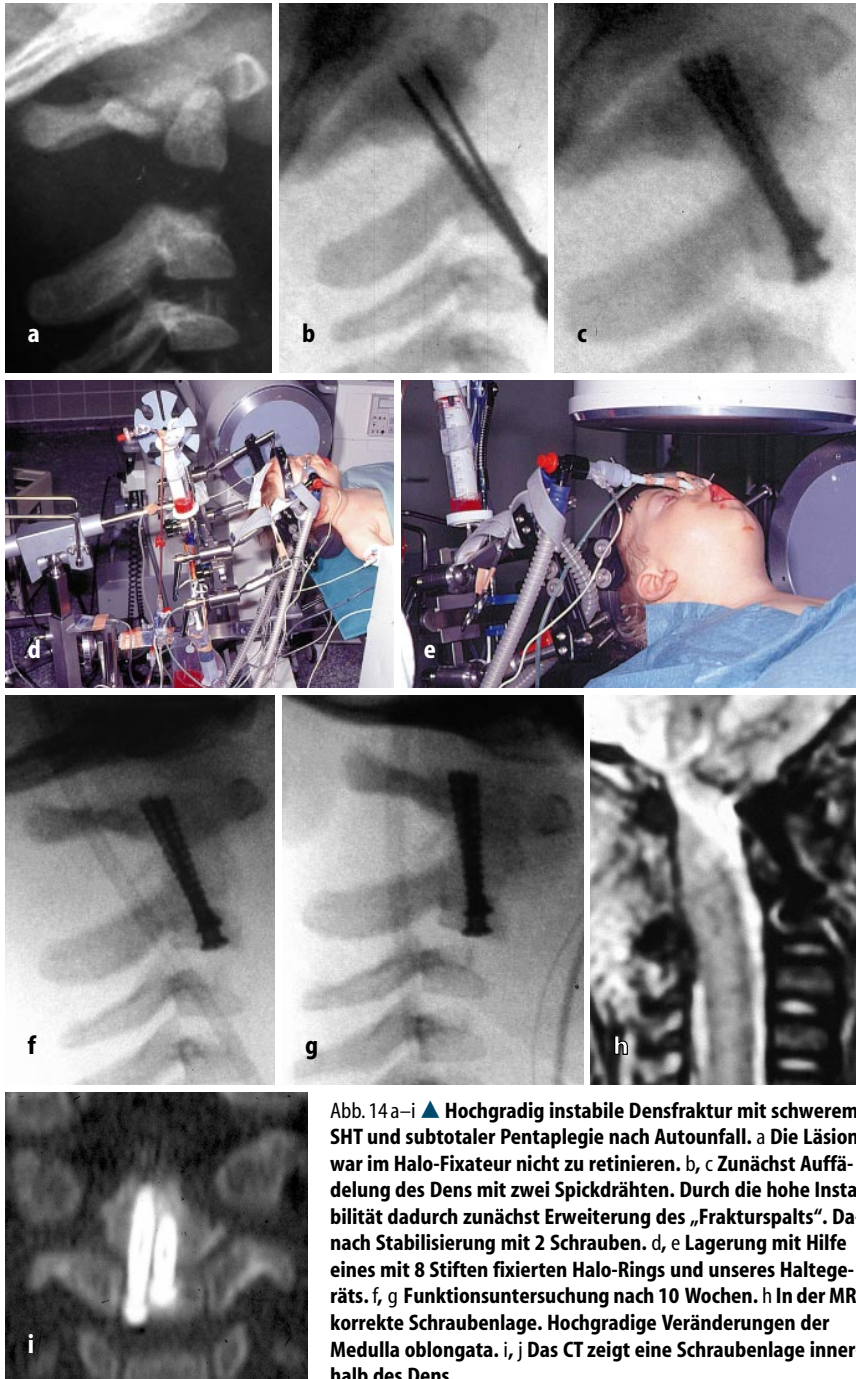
a–i ▲ Hochgradig instabile Densfraktur mit schwerem SHT und subtotaler Pentaplegie nach Autounfall. a Die Läsion war im Halo-Fixateur nicht zu retinieren. b, c Zunächst Auffädung des Dens mit zwei Spickdrähten. Durch die hohe Instabilität dadurch zunächst Erweiterung des „Frakturspalts“. Danach Stabilisierung mit 2 Schrauben. d, e Lagerung mit Hilfe eines mit 8 Stiften fixierten Halo-Rings und unseres Haltegeräts. f, g Funktionsuntersuchung nach 10 Wochen. h In der MRT korrekte Schraubenlage. Hochgradige Veränderungen der Medulla oblongata. i, j Das CT zeigt eine Schraubenlage innerhalb des Dens
